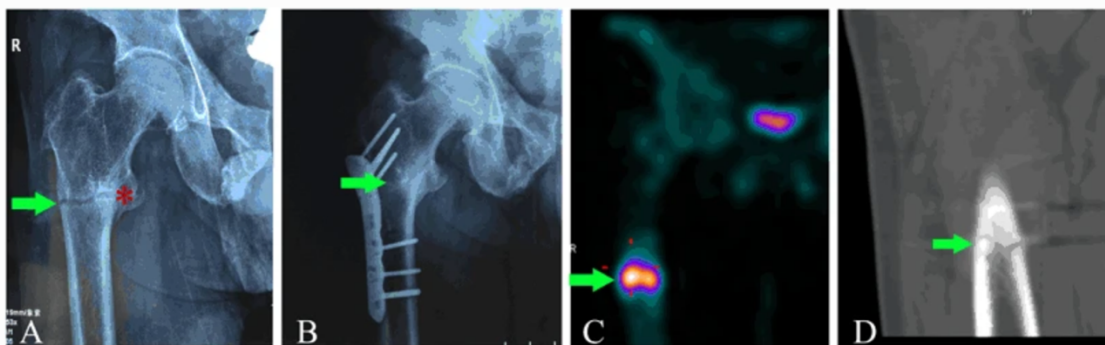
(A): Linea di frattura trasversale del femore prossimale, con formazione di callo osseo (stellina rossa) e rottura del corticale (freccia) simultaneamente. (B): Guarigione riuscita della pseudofrattura primaria del femore prossimale. (C): Elevata captazione di ^{99m}Tc -MDP sotto la placca di osteosintesi, indicante una nuova pseudofrattura del femore prossimale. (D): La linea di frattura trasversale rivelata dalla tomografia computerizzata.
